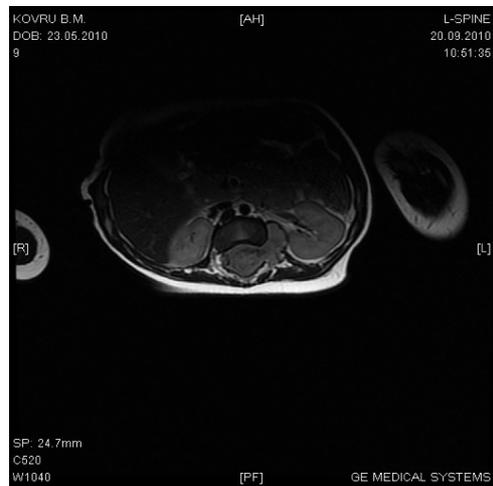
Больная К., 3 мес. Магнитно-резонансная томография
